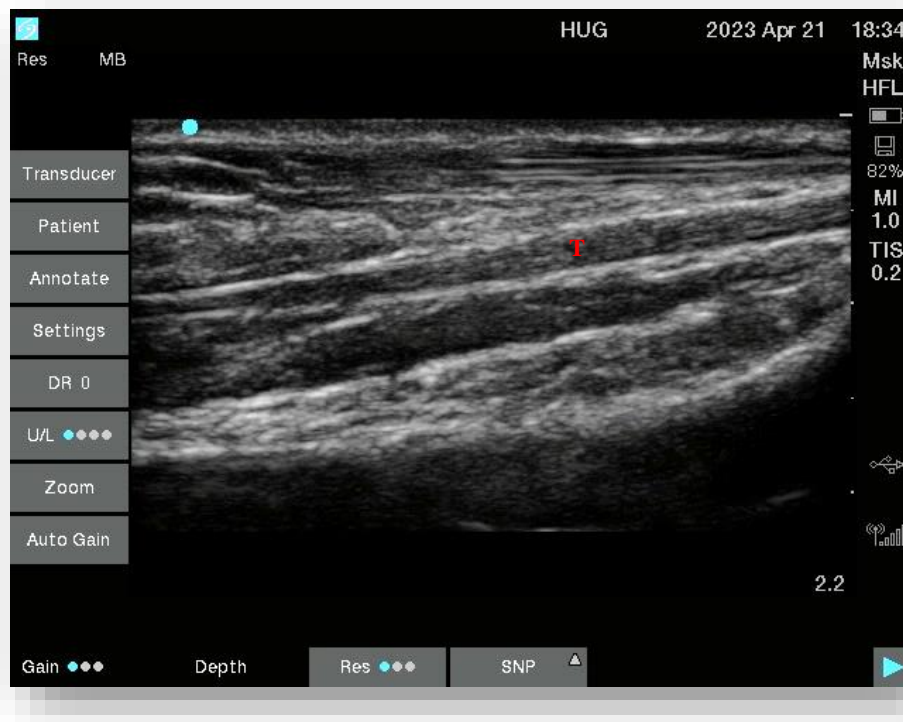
échographie d'un avant-bras, réalisée par moi-même avec l'appareil disponible dans mon ancien service (Sonosite® SII®, Sonde Linéaire 13-2MHz) [27]
